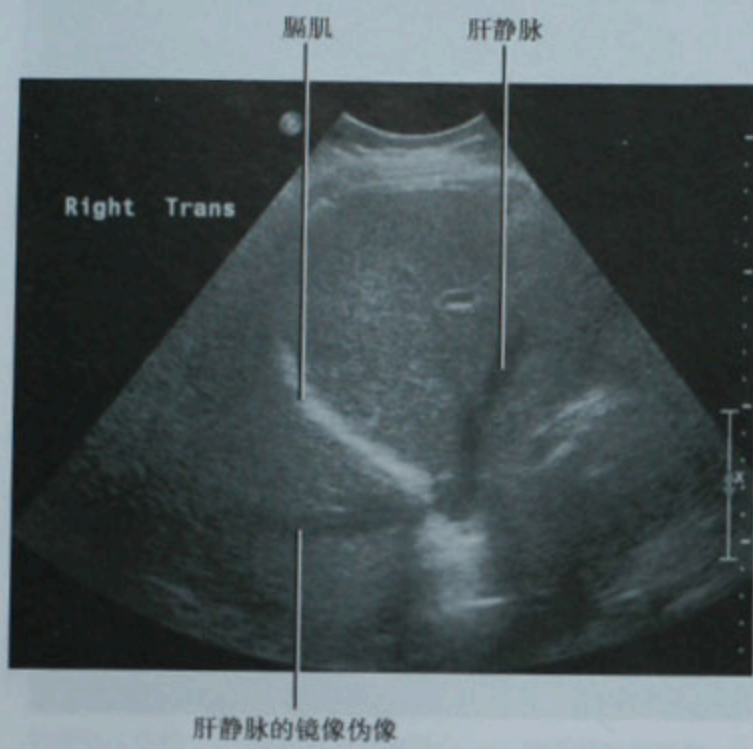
肝右叶横断面超声图像显示膈肌上方的肝脏镜像伪像
